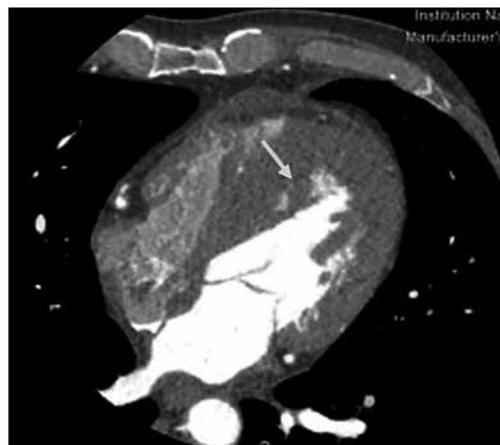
Angiotomografía cardíaca en corte axial con evidencia de hematoma disecante intramiocárdico en tercio medio del septum interventricular (19 × 6 mm) y derrame pericárdico global leve.
